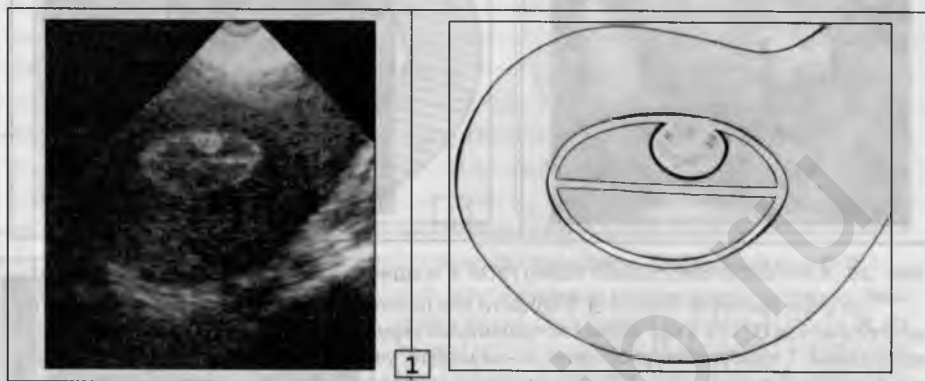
Небольшой железистый фиброзный полип (5 x 4 мм), отчетливо выявляемый на фоне пролиферативного Э в первую фазу цикла (1) и почти невидимый при УЗИ (та же проекция) перед месячными (2).
